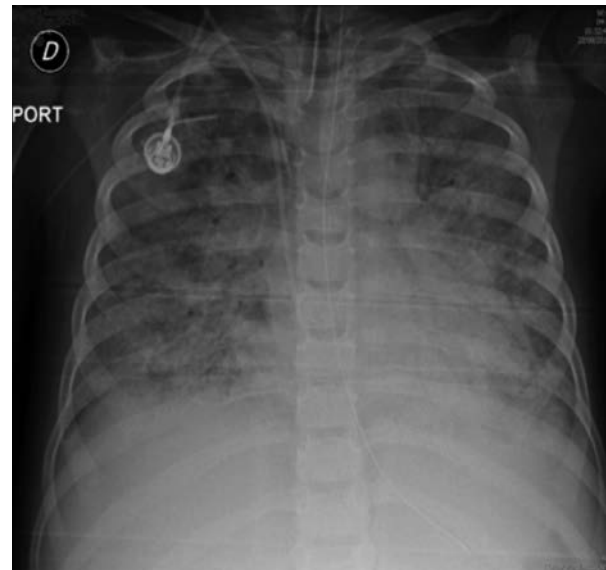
Radiografía del paciente con VNI, previa a la intubación.
